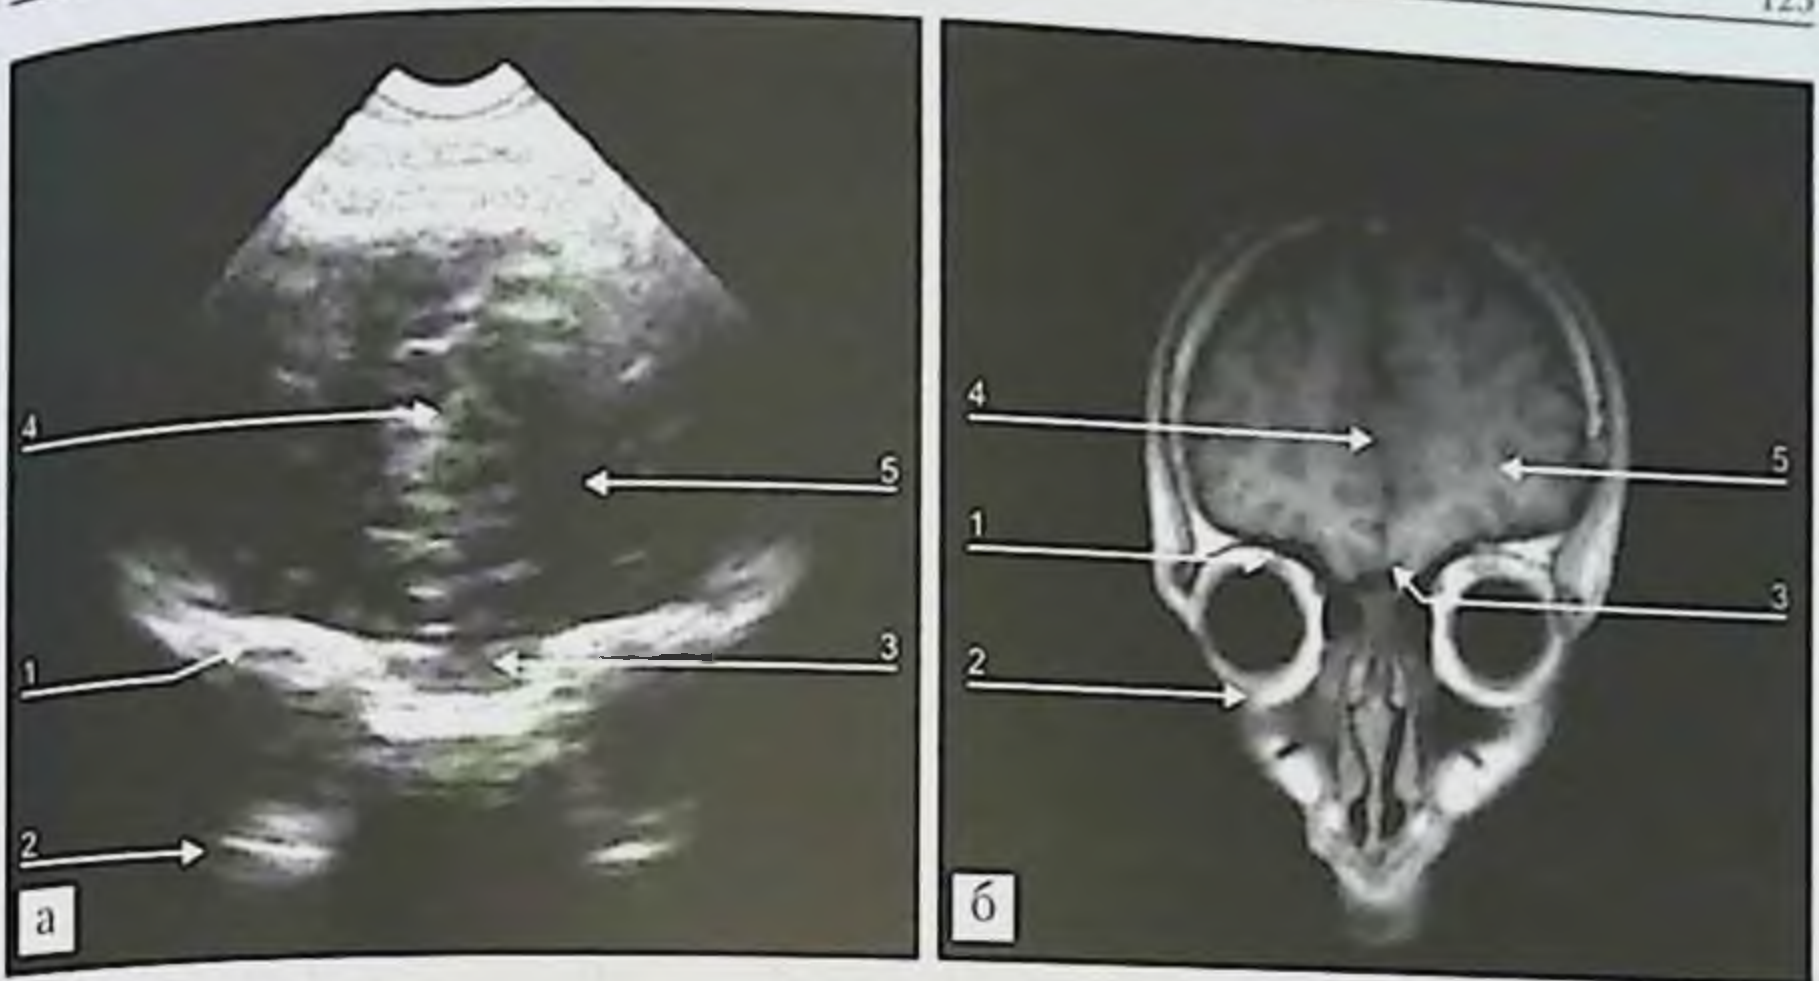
Идентификация элементов УС-изображения головного мозга младенца в плоскости Fo: а — УСГМм в плоскости сканирования Fo; б — МРТ в корональной плоскости, Т1-ВИ. 1 — верхняя стенка орбиты; 2 — нижняя стенка орбиты; 3 — обонятельная борозда (передние отделы); 4 — продольная щель большого мозга; 5 — лобная доля.
